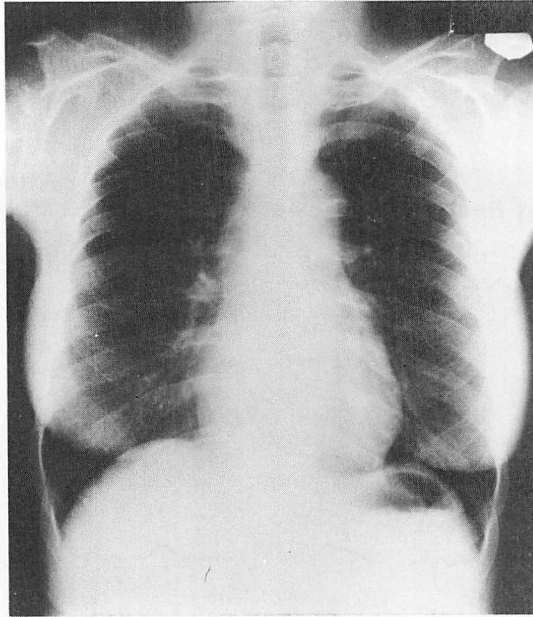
Chest X-ray in Case 2 (CTR 47%).
